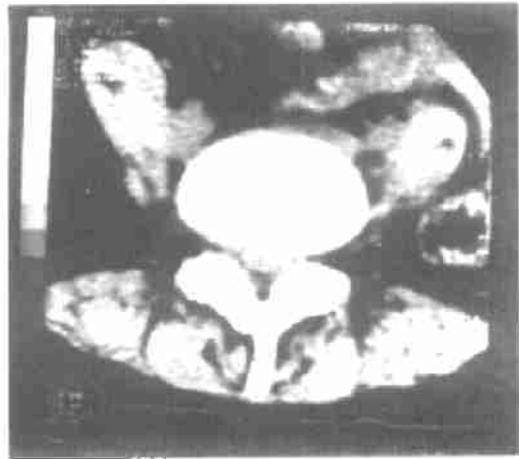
胶原酶注射前 CT 片示: L<sub>4/5</sub> 椎间盘中央型突出, 突出物较大, 呈丘状, 约占硬膜囊的 50%。
